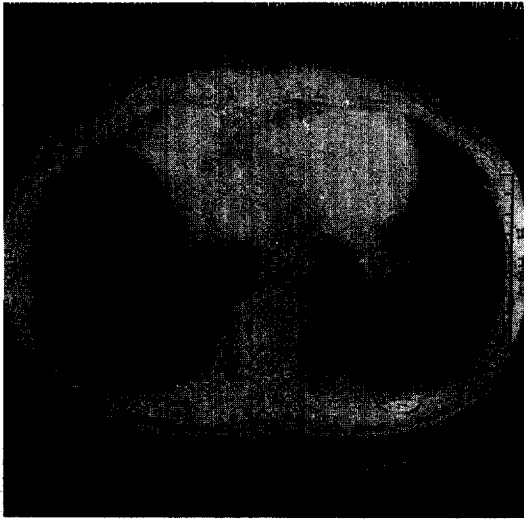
Chest CT after discharge showing cystic change in Rt. lower lobe and Lt. lower lobe.
